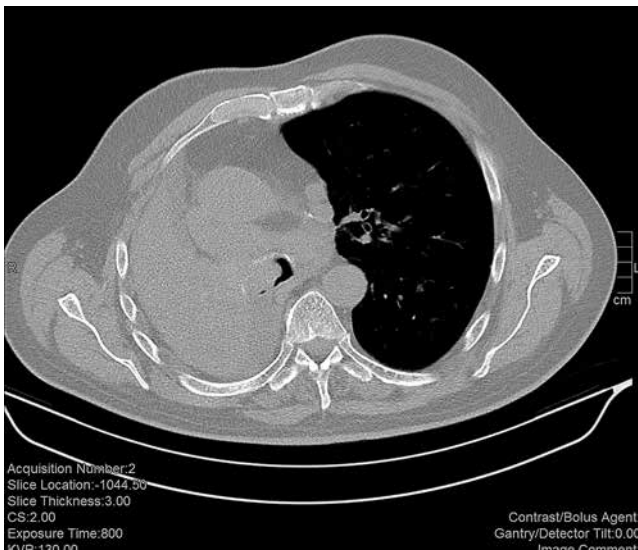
Исходная КТ пациента К.
